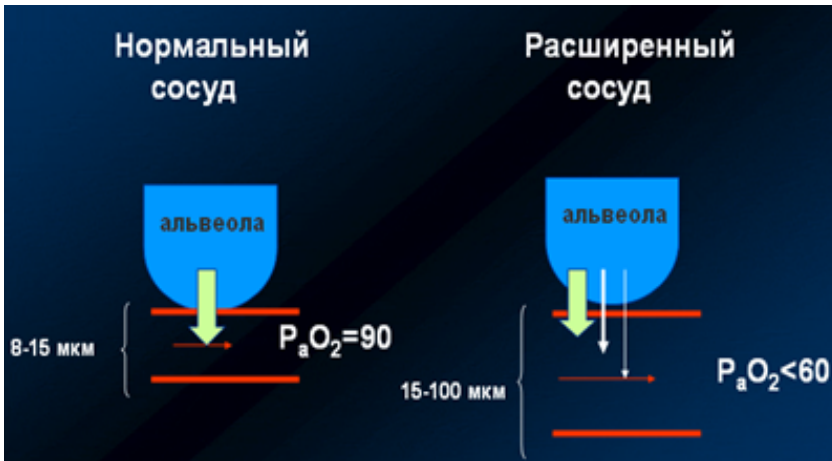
Нарушение диффузионно-перфузионного соотношения (Lange P.A. et al., Ann Intern. Med, 1995; 122:521-529)
